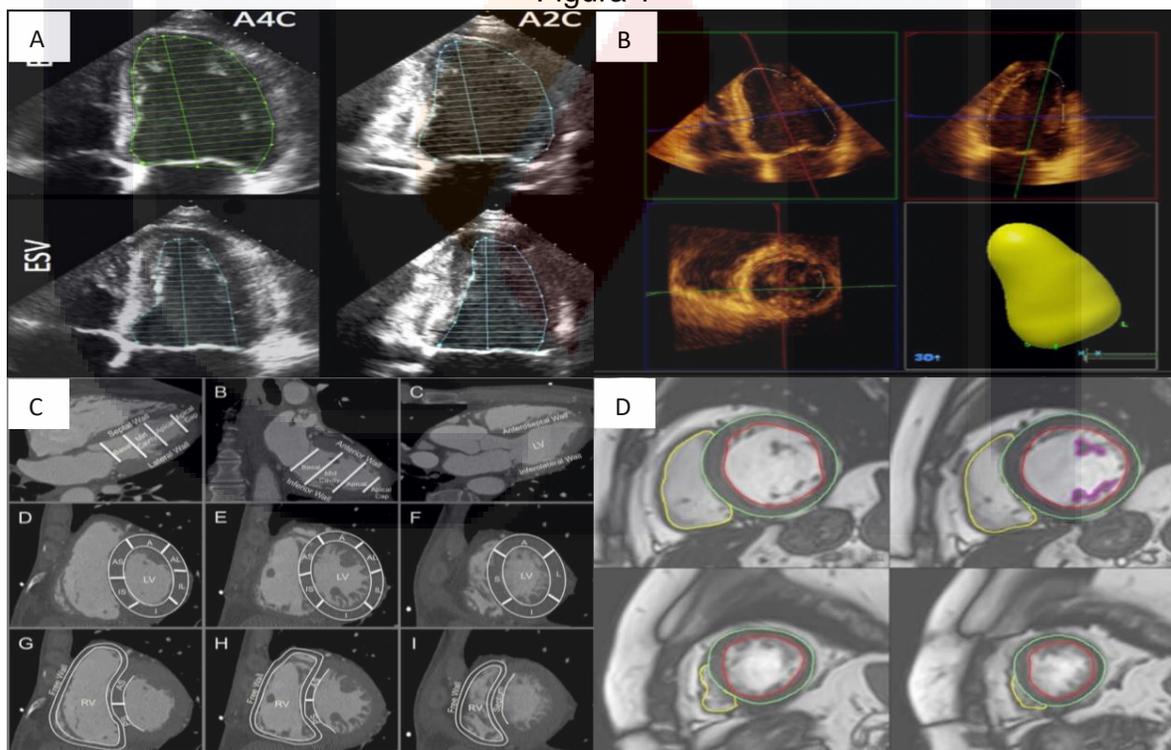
A: Ecocardiograma transtoracico en posición apical 4 cámaras (A4C) y apical 2 cámaras para realizar método bidisco de Simpson. B: FEVI obtenida por Ecocardiografía 3D. C: Cardiotomografía: Volúmenes y segmentos de ambos ventrículos. D: Resonancia magnética cardiaca: delimitación de bordes endomiocárdicos de VI y VD para cálculo de volúmenes ventriculares y fracción de expulsión. Obtenido de archivo de imágenes.
